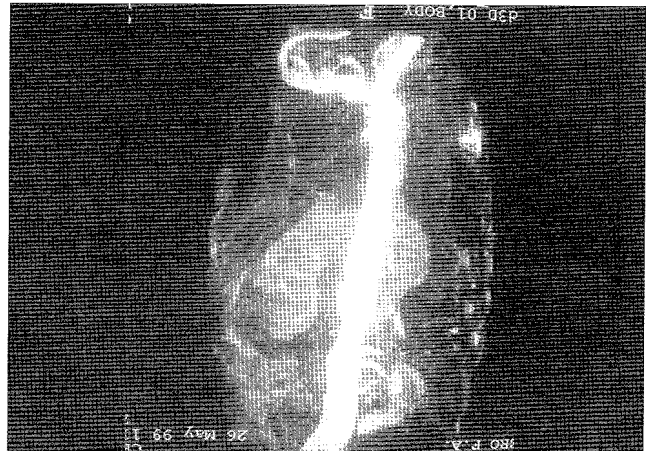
Angiorresonancia postoperatoria de control a los 3 meses.
